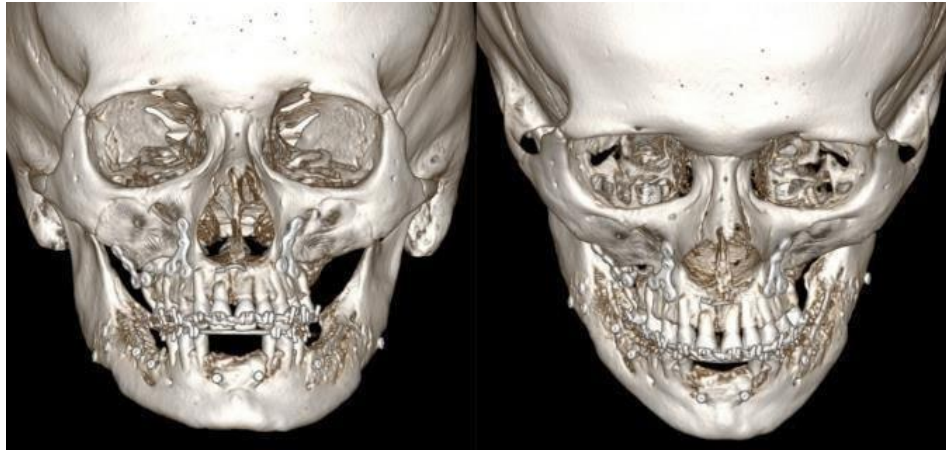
3D-реконструкция МСКТ через 6 месяцев после костной пластики.
